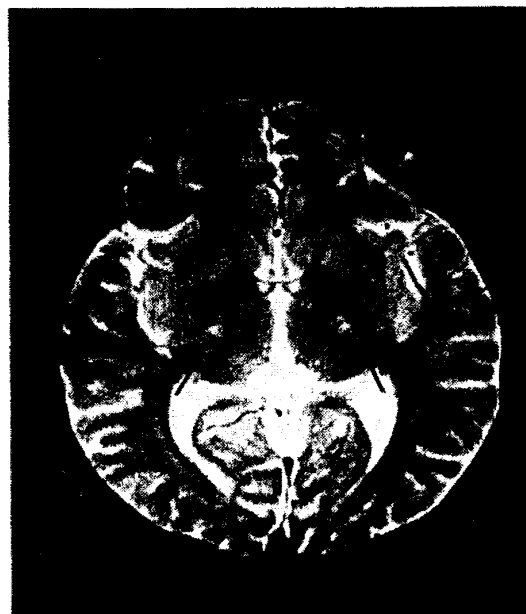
MR image in the control
